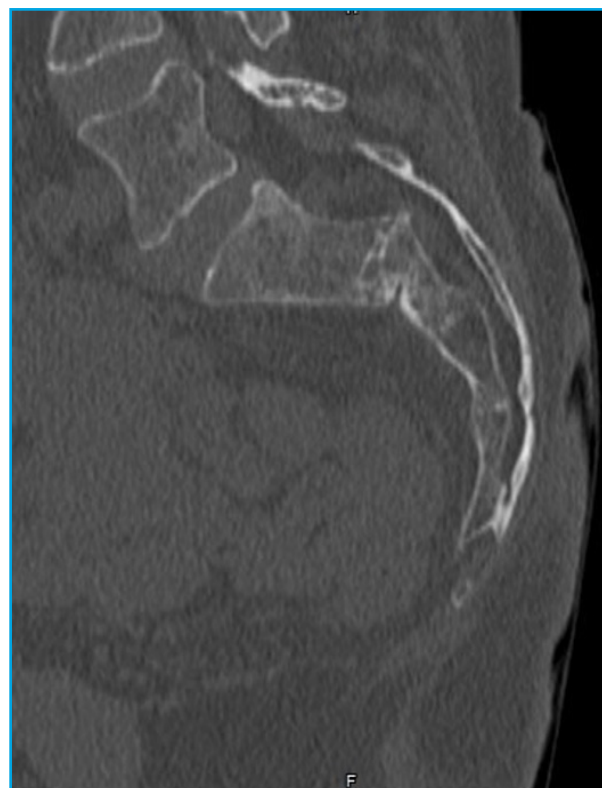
Imágenes TAC en un corte sagital.
